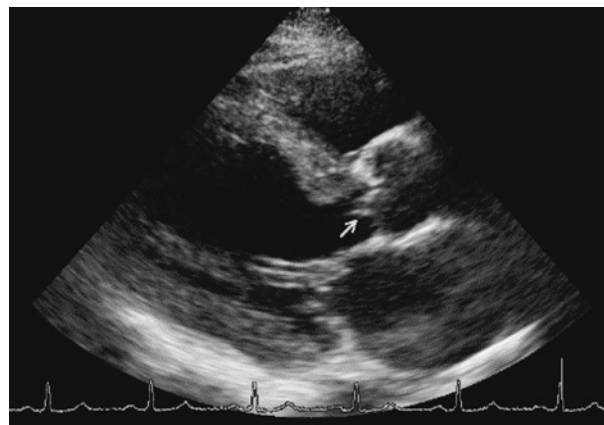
経胸壁心臓超音波検査にて大動脈右冠尖に小さな疣腫を疑うエコー像 白矢印: 疣腫
